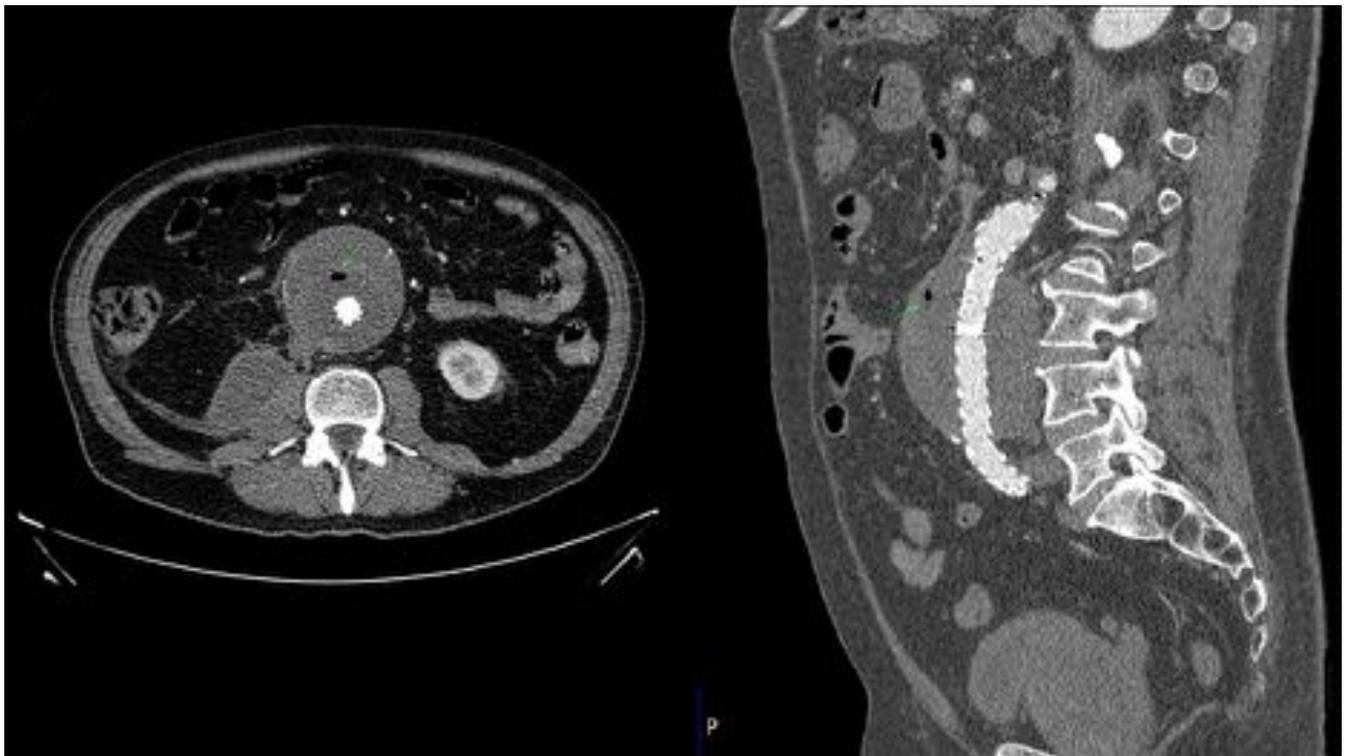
Secciones axial y sagital de Angio-TC de Aorta abdominal de control en este paciente con reciente intervención de aneurisma mediante REVA (3 semanas antes de la realización del estudio). La presencia de gas en el interior del saco aneurismático no debe ser interpretado en todos los casos como signo de infección, ya que puede encontrarse también en el contexto de cambios postquirúrgicos. Por ello es imprescindible conocer el tiempo transcurrido desde la intervención realizada.
